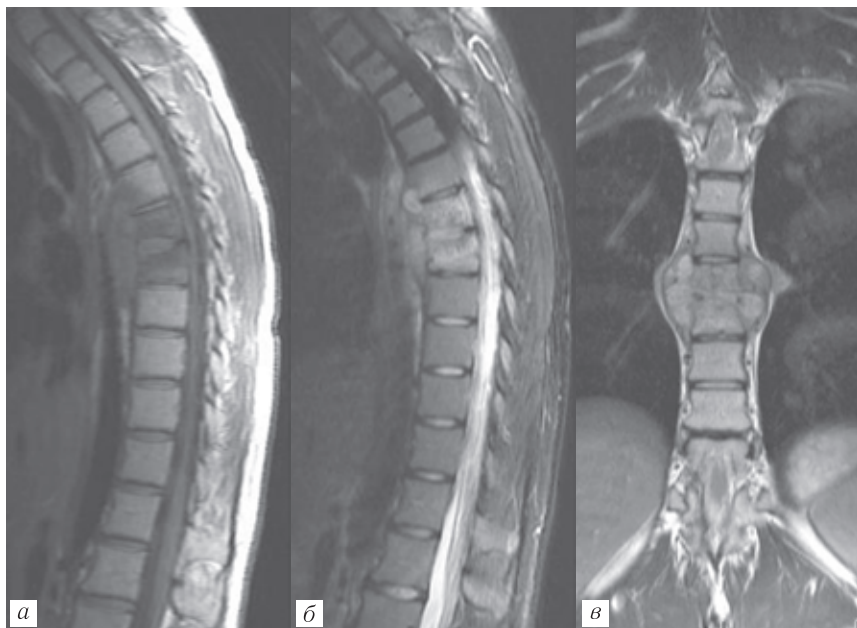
МРТ грудного отдела позвоночника: T1-ВИ (а), STIR (б), T2-ВИ (в). Острый спондилит с деструкцией тел Th_{VI}, Th_{VII} и расплавлением межпозвоночного диска, пре- и паравертебральным мягкотканым компонентом. Распространение воспаления на тело Th_V выявлено только на T1-ВИ
